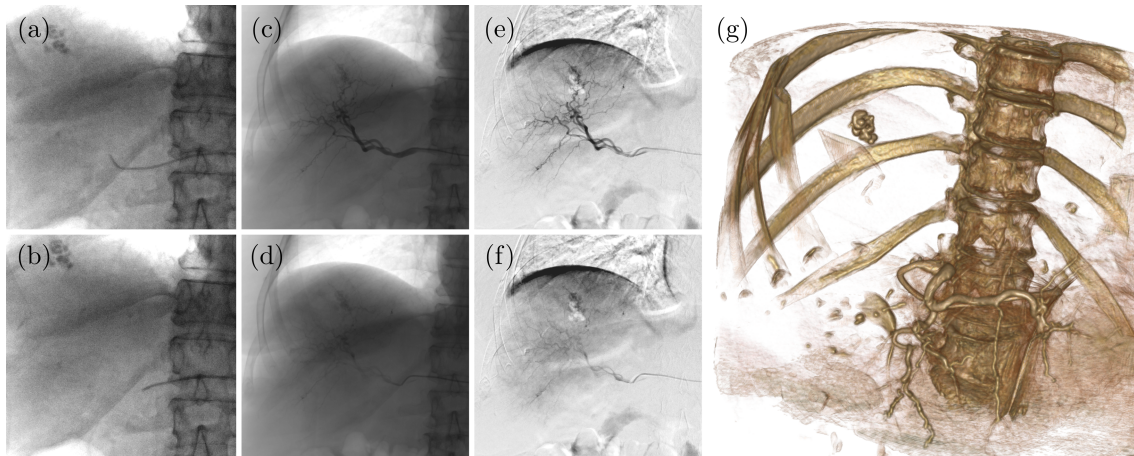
Beispielaufnahmen eines Kathetereingriffes mit verschiedenen Aufnahmemodi am CBCT. (a) und (b) zeigen zwei Fluoroskopien während des Kathetervorschubs, (c) und (d) die Masking Scans für eine Digital Subtraction Angiography (DSA)-Aufnahme, (e) und (f) das Gefäßbild einer DSA und (g) eine CBCT-Aufnahme des Katheters mit Kontrastmittel.
